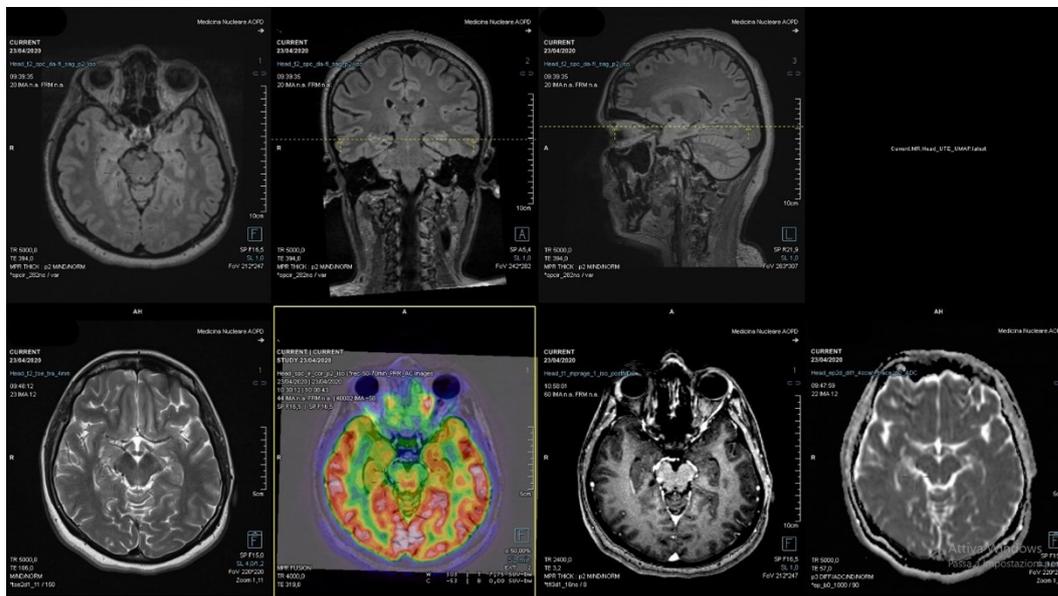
Risultato della 18F-FDG PET/MRI ibrida nel paziente 6.
